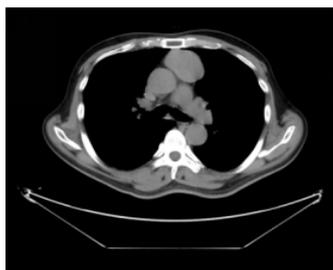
2020年5月12日胸腺瘤切除术前胸部CT
